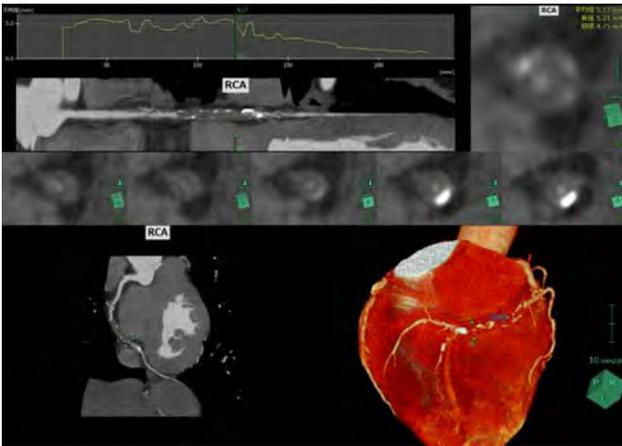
冠動脈解析 (CT) の[標準観察]ステージ
